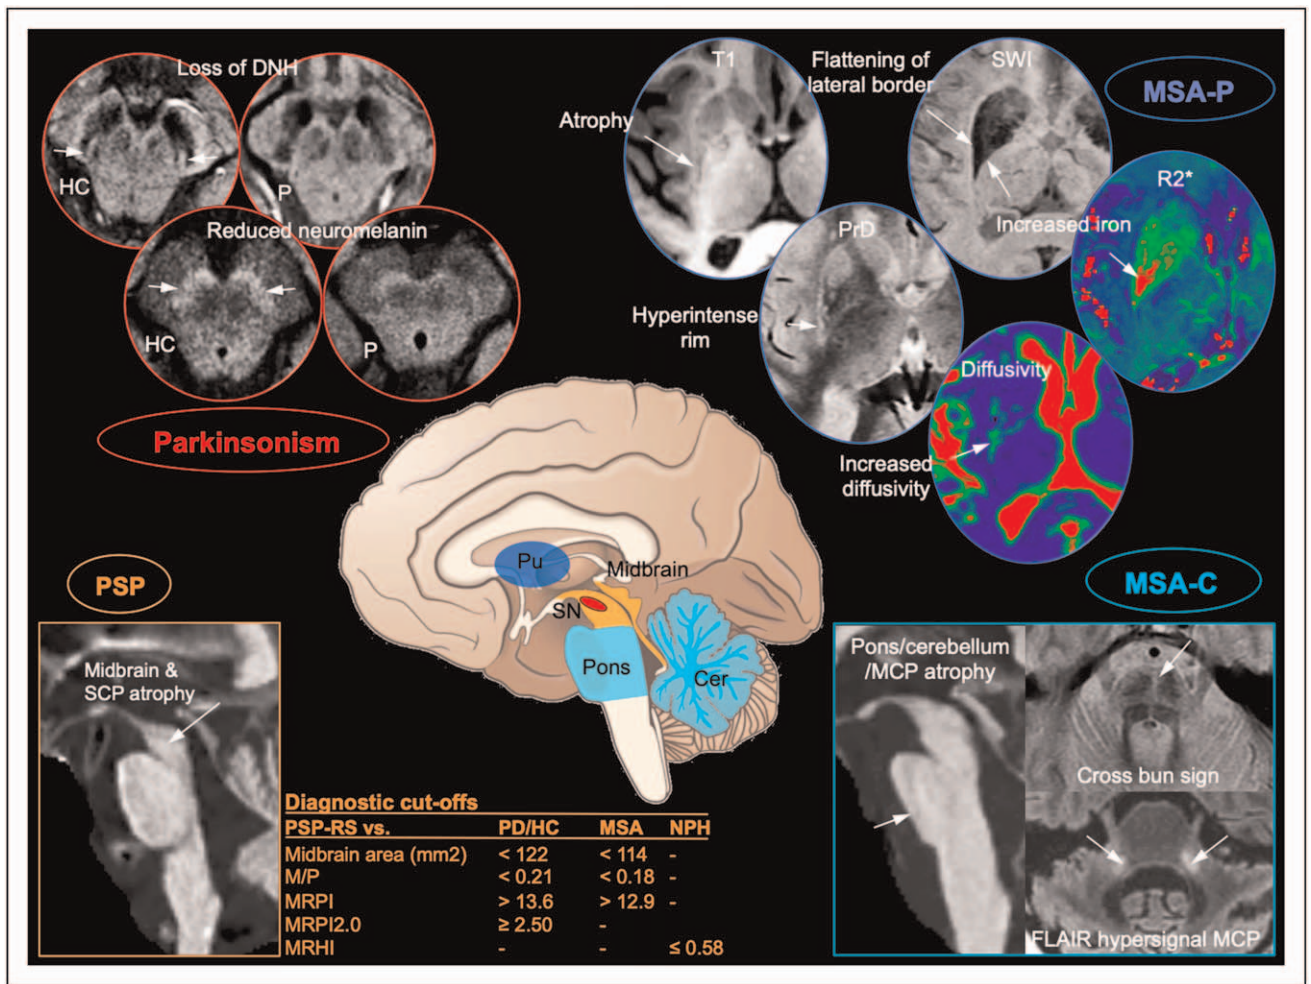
Qualitative MRI biomarkers that can be used in clinical practice for categorization of parkinsonian syndromes. Biomarkers present in all parkinsonism are outlined in red, in PSP in orange, MSA-P in blue, and MSA-C in turquoise blue. In all parkinsonism (red), there is a loss of the DNH sign in the SWI image (a pocket of high signal intensity surrounded by two bands of low signal, arrow) and reduced neuromelanin hyperintensity seen on axial images of the midbrain passing at the level of the SN. In PSP (orange), there is atrophy of the midbrain with the classical hummingbird sign on the midsagittal image T1-weighted image and of the superior cerebellar peduncle. Proposed cutoffs are presented in the table (for references see text). In MSA-P (blue), posterior putamen is atrophic with flattening of its lateral border, reduced signal intensity on SWI and T2-weighted images due to increased iron deposition surrounded by a rim of hyperintensity on proton density- and T2-weighted images as shown by the arrow pointing to the right putamen. In MSA-C (turquoise blue), there are atrophy in the pons (arrow on the sagittal T1-weighted image), cerebellar peduncles and cerebellum, the cross-bun sign in the axial proton-density image of the pons (arrow) and T2/FLAIR hypersignal of the middle cerebellar peduncles (arrows). Cer, cerebellum; DNH, dorsal nigral hyperintensity; HC, healthy control; M/P, midbrain-to-pons ratio; MCP, middle cerebellar peduncles; MRI, magnetic resonance imaging; MRHI, magnetic resonance hydrocephalic index; MRPI, magnetic resonance parkinsonism index; MSA, multiple system atrophy; MSA-C, multiple system atrophy cerebellar type; MSA-P, multiple system atrophy parkinsonian type; P, patient with parkinsonism; PrD, proton-density weighted image; PSP, progressive supranuclear palsy; Pu, putamen; R2*, R2* relaxation rate map; SCP, superior cerebellar peduncles; SN, substantia nigra; SWI, susceptibility-weighted image; T1, T1-weighted image.
